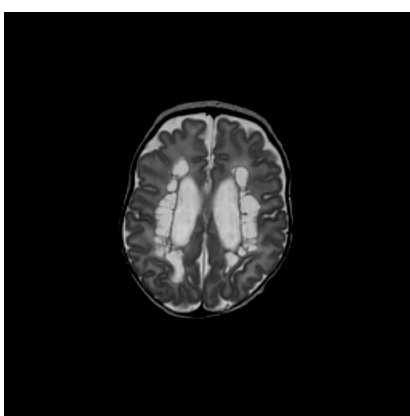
Перивентрикулярная лейкомаляция. МРТ в режиме T2 FRFSE
